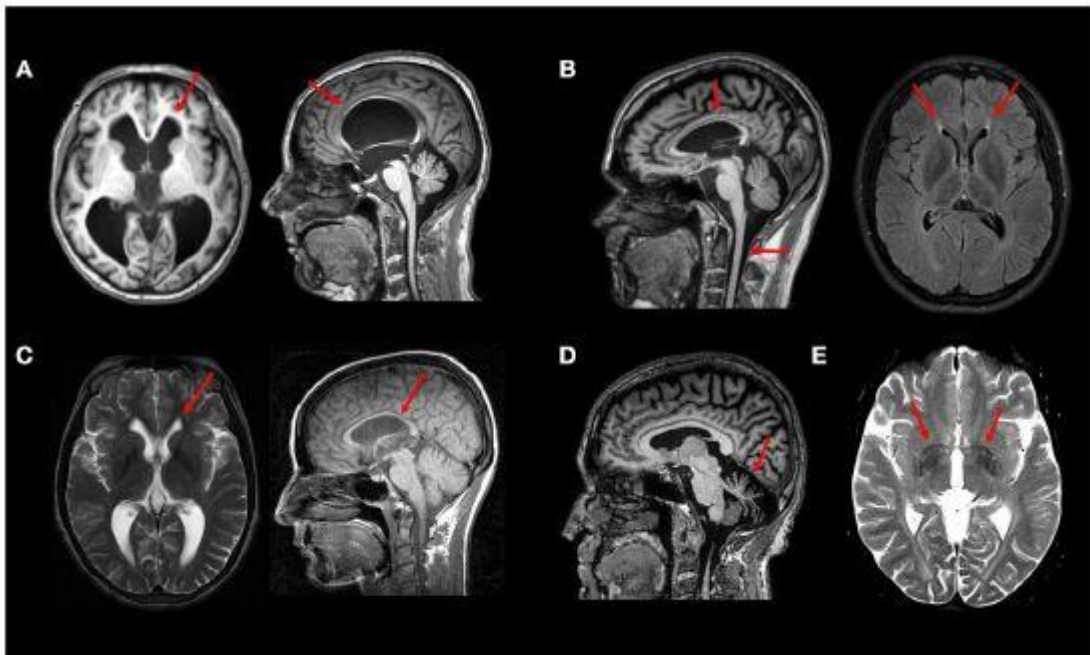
Achados típicos de ressonância magnética em subtipos distintos de PEH (A) Imagens T1 axial e sagital mostrando hidrocefalia em paciente com *SPG4*. (B) Imagem sagital T1 mostrando corpo caloso fino e atrofia da medula espinhal em *SPG11*. Imagem axial FLAIR mostrando o sinal das “orelhas do lince” no mesmo paciente. (C) Corpo caloso fino (imagem T1) e sinal das “orelhas do lince” (imagem T2W) em *SPG15*. (D) Imagem sagital T1 revelando atrofia cerebelar acentuada em *SPG7*. (E) hiperintensidades da substância branca e T2 hipointenso no globo pálido em *SPG35* (imagem T2). Modificado de França Jr. Et al, 2019.
